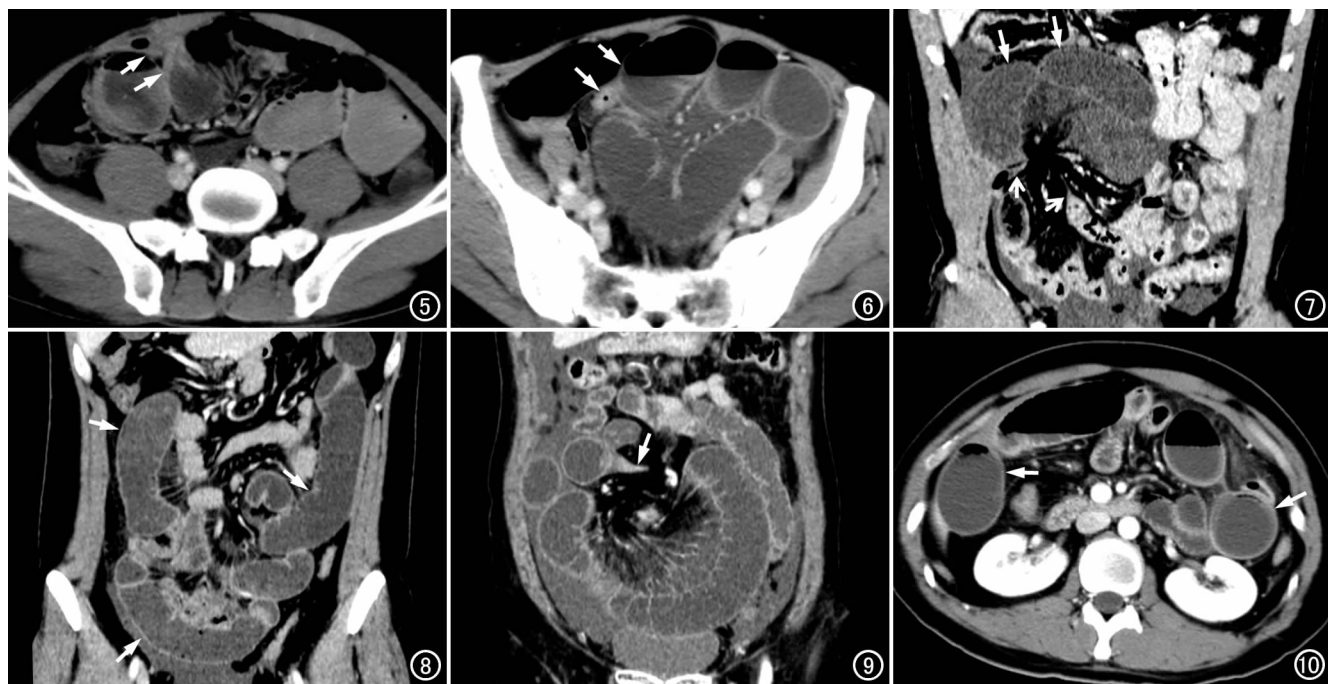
回肠粘连性肠梗阻。CT 显示扩张和塌陷狭窄的肠管因粘连而成角(箭)。图6 回肠粘连性肠梗阻。CT 图像上仅见扩张和塌陷狭窄的肠管紧密伴行(箭),未见移行带。图7 空肠粘连性肠梗阻合并腹内疝。CT 显示局部肠管呈“C”形闭袢(箭),两侧的肠管呈“鸟嘴”样狭窄,肠系膜根部聚拢。图8 回肠粘连性肠梗阻。CT 显示部分回肠肠管粘连,粘连近端肠管呈多个闭袢样改变(箭)。图9 回肠粘连性肠梗阻合并肠扭转。CT 显示梗阻近侧小肠扩张、扭转,呈同心圆状排列,移行带呈“鸟嘴”状狭窄(箭)。图10 空肠粘连性肠梗阻。CT 显示梗阻近侧肠管缺血(箭),表现为明显扩张、肠壁增厚呈双层,强化程度明显减低。
